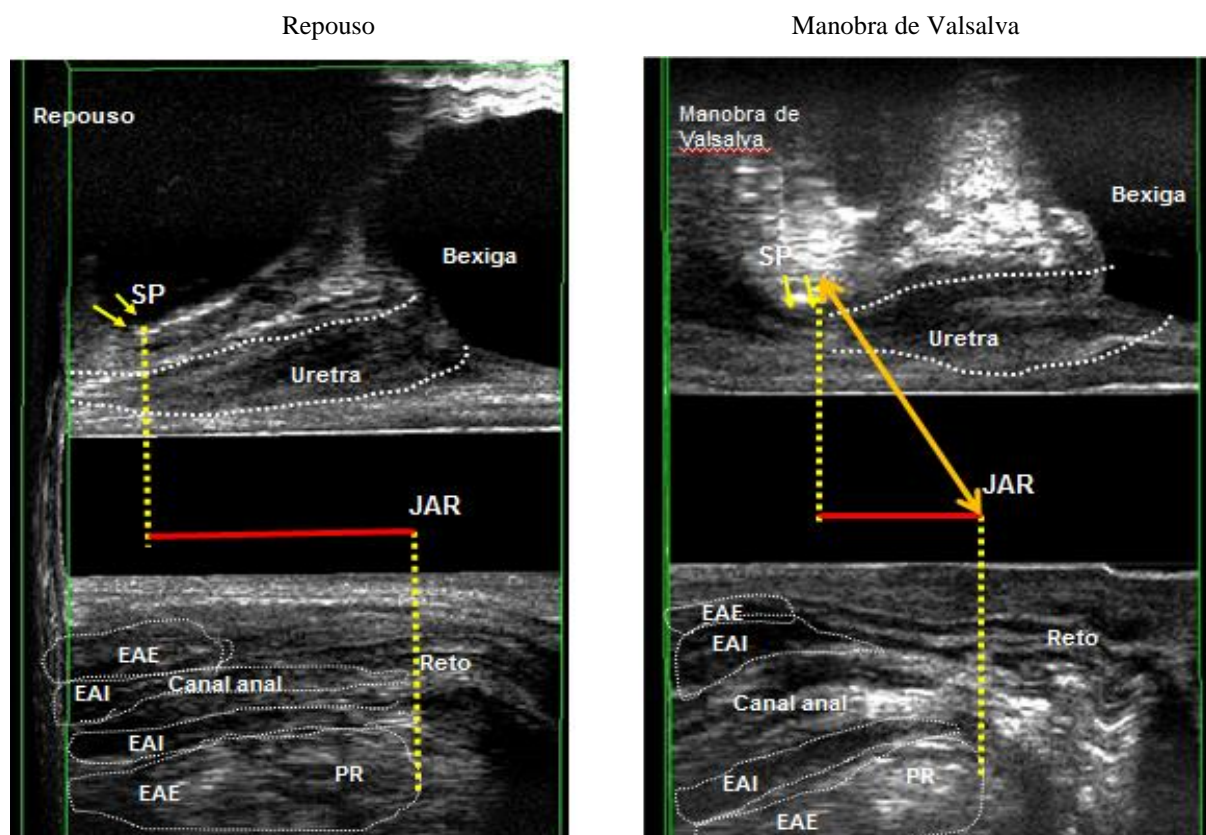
Imagem de Ultrassonografia Endovaginal Tridimensional Dinâmica no plano sagital evidenciando a posição e deslocamento da JAR em relação à SP no repouso e à manobra de Valsalva. EAE: Esfíncter Anal Externo; EAI: Esfíncter Anal Interno; PR: Puborretal; JAR: Junção anorretal; SP: Símfise Púbrica. Paciente nº 16/GII.
